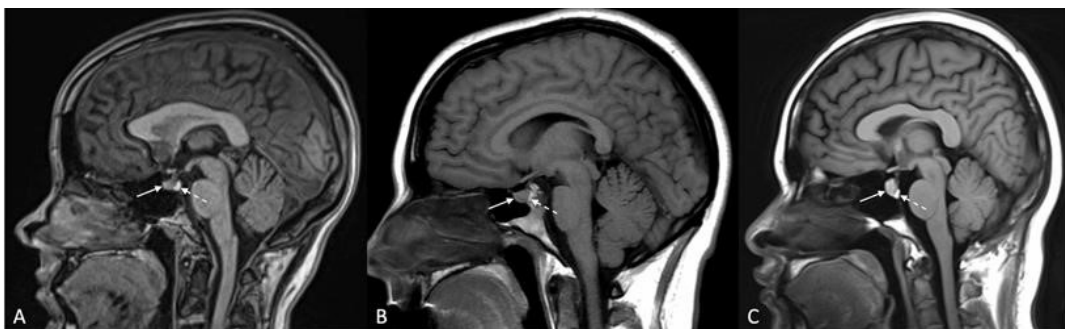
Resonancia magnética muestra diferencias entre hipófisis anterior y posterior en mujeres nulíparas (A), embarazadas (B), y posparto (C). (25)
